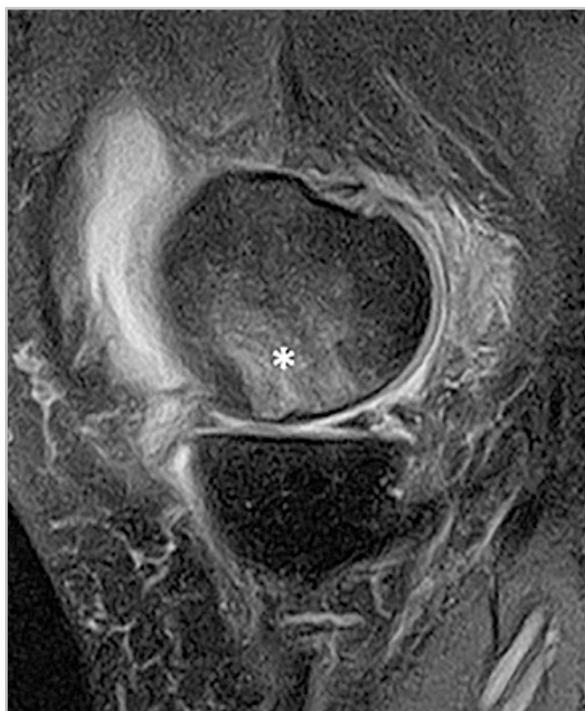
МР-томограмма (PD-FS-ВИ). Субхондральный отек при переломе недостаточности (звездочка)
